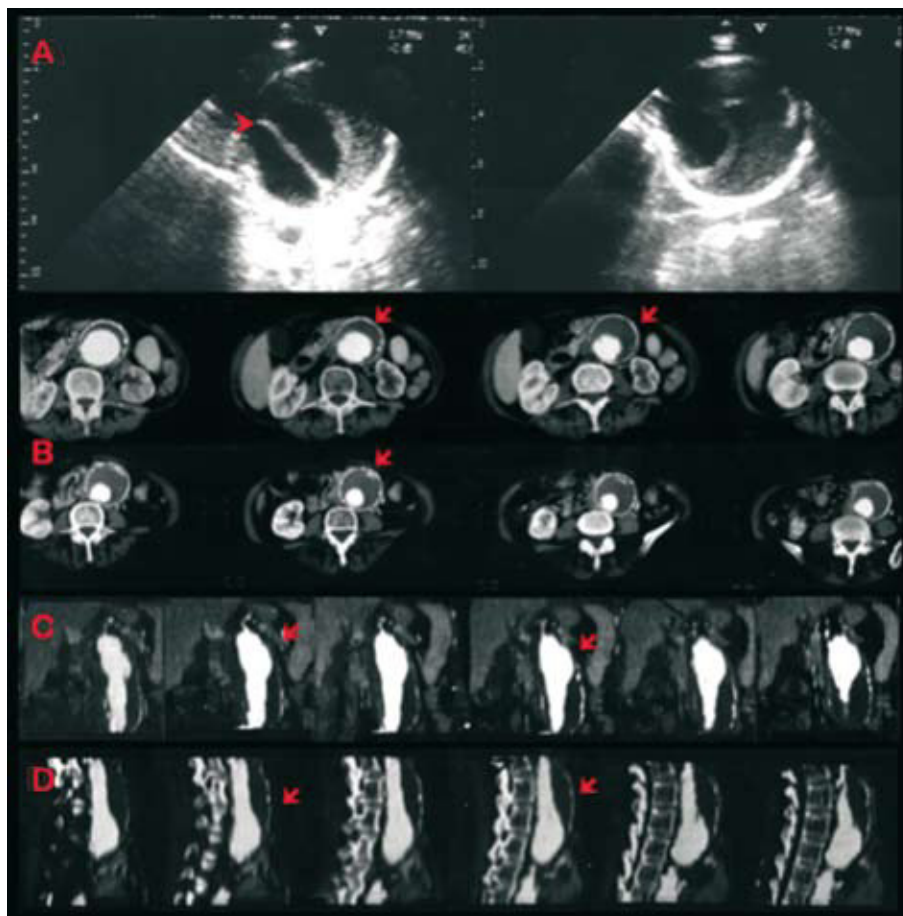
A: ecocardiografía; aneurisma de la aorta abdominal infrarrenal calcificado y trombosado (flecha). B: tomografía computarizada con contraste; cortes transversales. C: cortes coronales. D: cortes sagitales.
